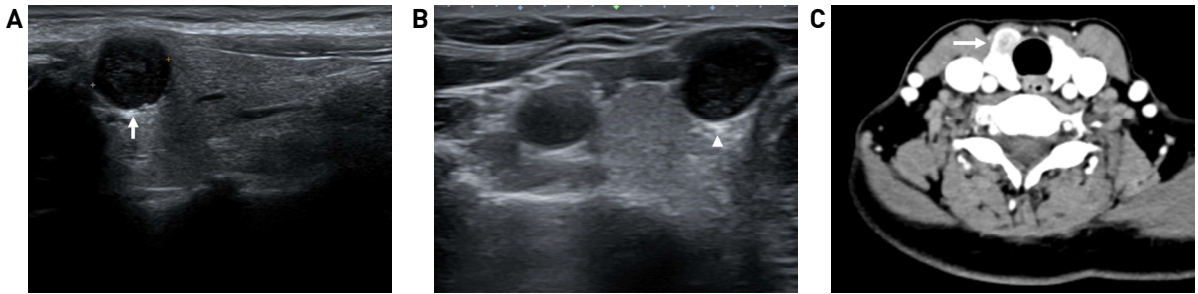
Preoperative ultrasonography (USG) and computed tomography (CT) finding. (A) USG sagittal view shows intra-thyroidal mass (arrow) with size of 1.1×1.0cm. (B) USG axial view shows intra-thyroidal mass (arrow head) with size of 1.1×0.8cm. (C) CT axial view shows the intra-thyroidal mass (arrow).
